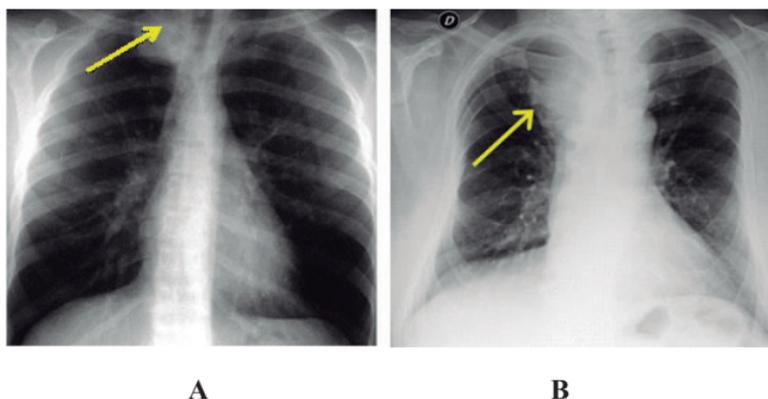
Radiografía PA de tórax (signo cervicotorácico).
